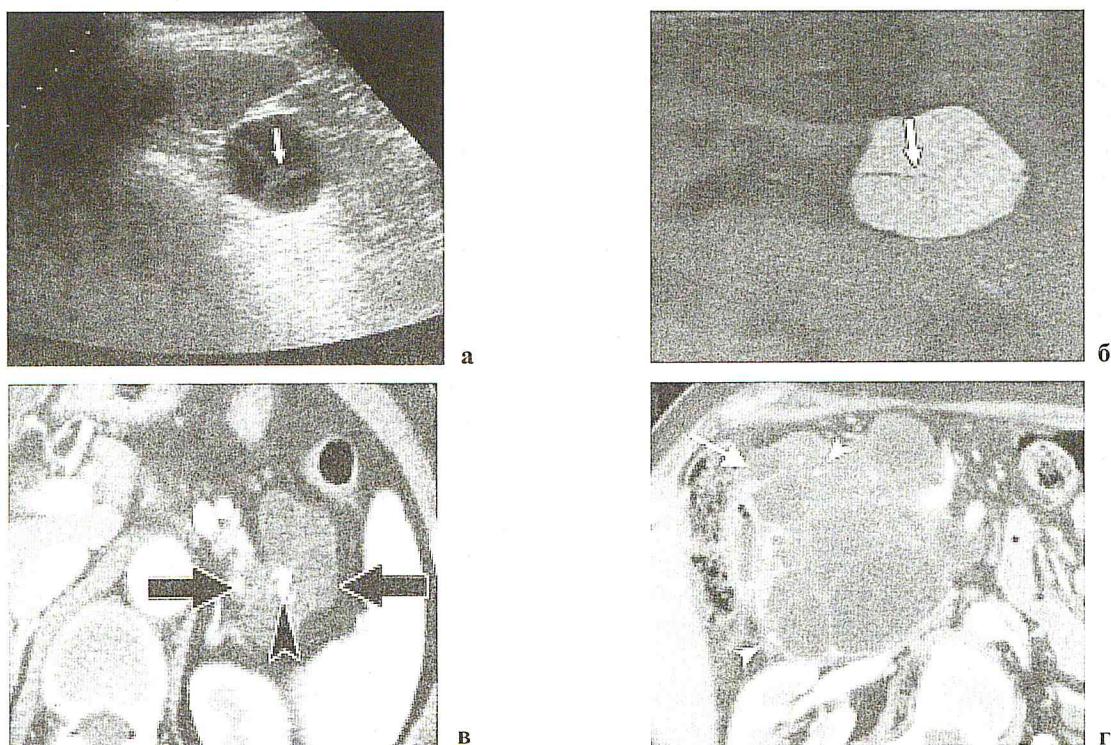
а – УЗИ муцинозной цистаденомы, определяются внутриполостные перегородки; б – МРТ муцинозной цистаденомы; в – КТ серозной цистаденомы, характерна кальцификация внутриполостных перегородок; г – КТ цистаденокарциномы, определяется содержимое повышенной плотности в полости кисты
